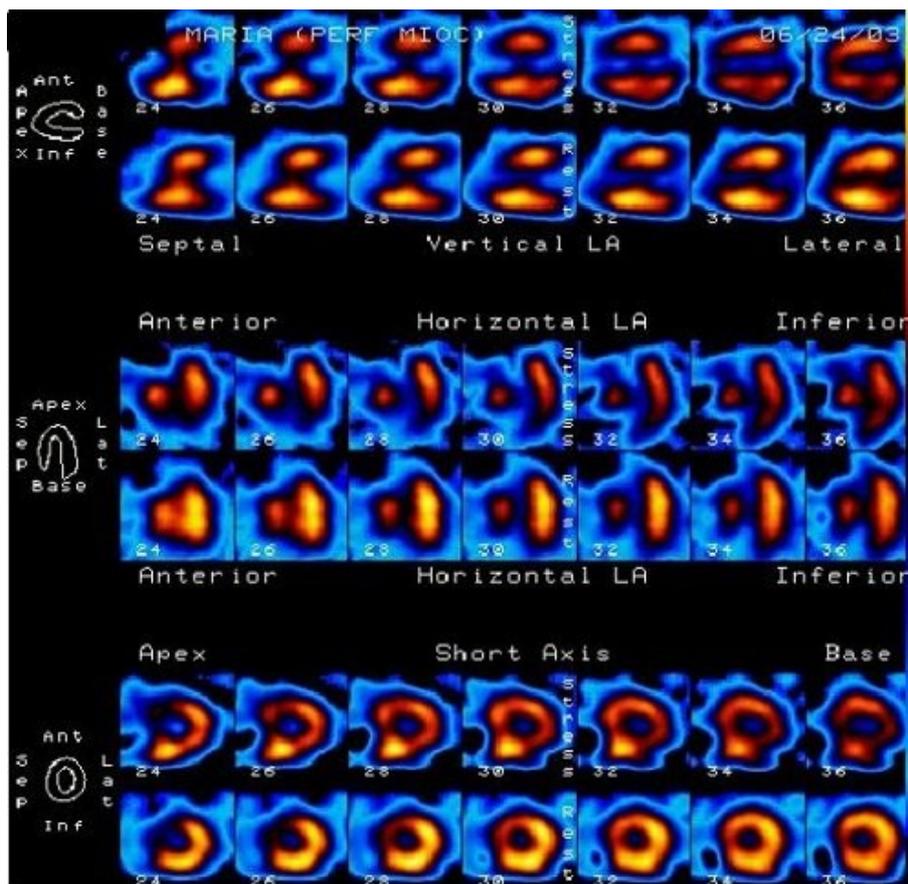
SPECT de perfusión miocárdica realizado a 10 días del ingreso. Extenso defecto de perfusión fijo que compromete los segmentos ánteroapical, septoapical y ápex. Se observa cierto grado de reversibilidad, principalmente en región ínferolateral, que fue interpretada como artefacto secundario a actividad en tubo digestivo.
